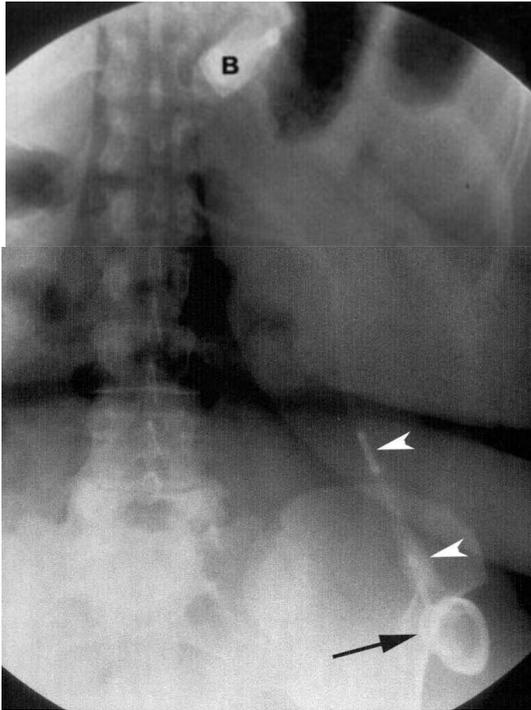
Передне-задняя рентгенограмма верхних отделов брюшной полости: совпадение контуров большого и малого рентгеноконтрастных колец порта при его латеральном смещении
